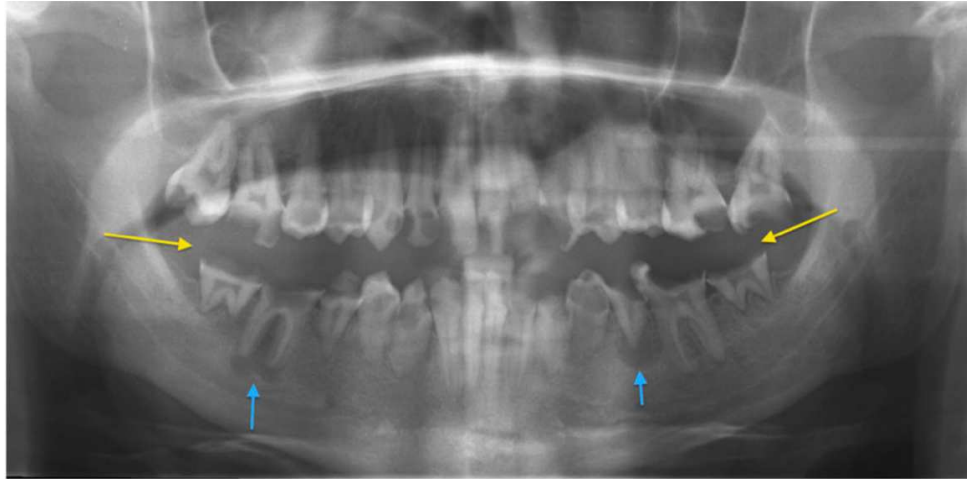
Radiographie panoramique montrant des caries post-radiques (57).
